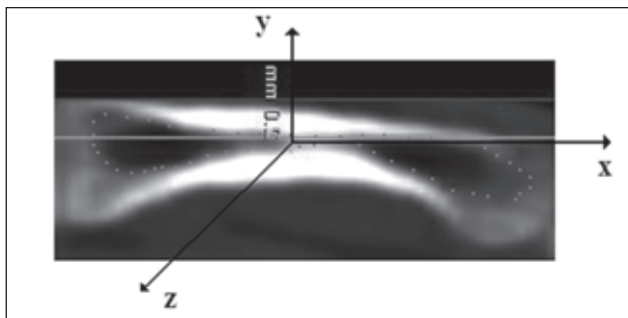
Выделен томографический срез 2-й пястной кости (точками выделяем контуры костномозгового канала)
